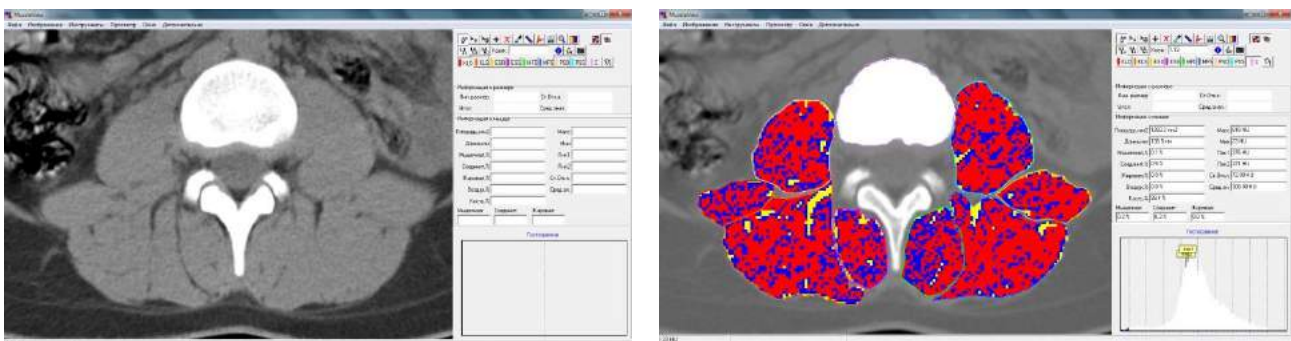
Приклад визначення типу тканин у виділених на аксіальних КТ-зрізах поперекового відділу хребта, ділянках м'язів; газ — чорний колір, жирова тканина — жовтий, сполучна — синій, м'язова — червоний, кісткова — білий.
